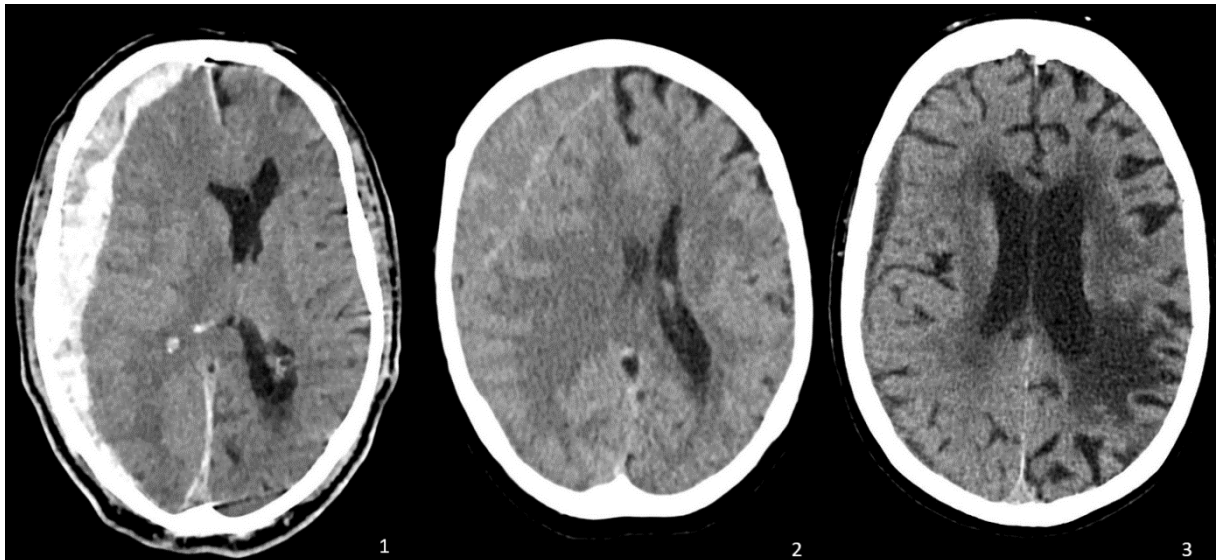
Akutes (1), subakutes (2) und chronisches SDH (3) in der kranialen CT.
